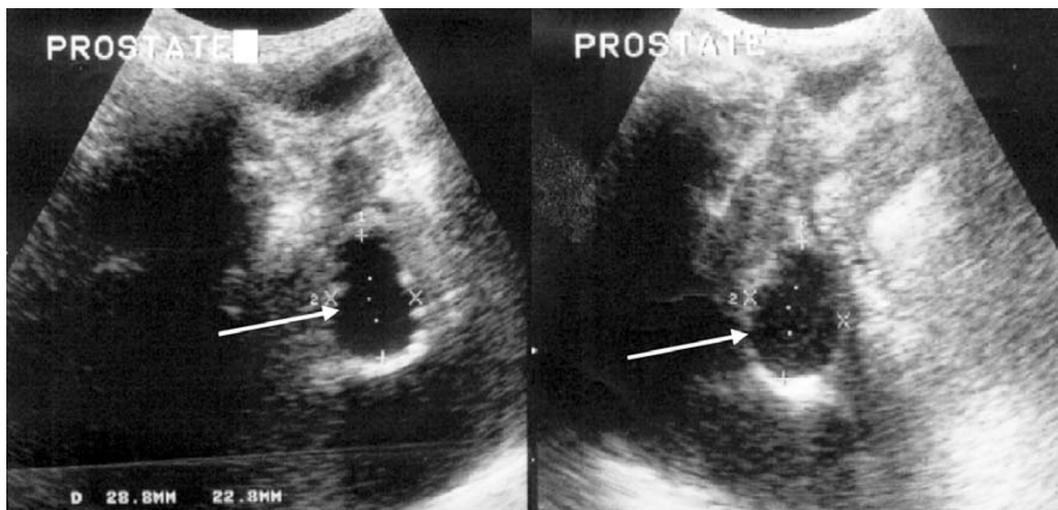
Cas n° 1 : échographie sus-pubienne initiale montrant une image kystique intraprostatique (flèches)
